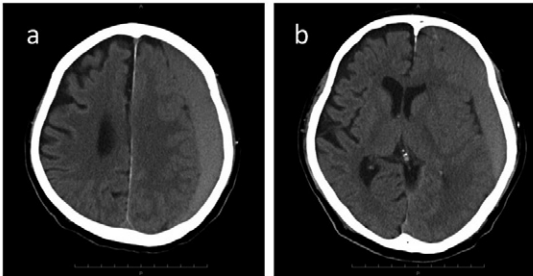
FDG-PET/CTと同日に撮影した頭部CT。左大脳半球外側に沿って三日月状の白質より高吸収の領域があり、正中構造は右側へ軽度偏位していた(b)。
